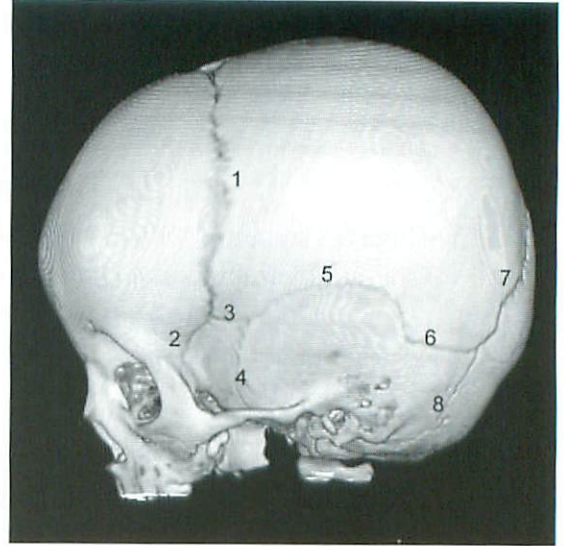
Normal sutures, 3D-CT, lateral view : coronal suture(1), sphenofrontal suture(2), sphenoparietal suture(3), sphenosquamosal suture(4), squamosal suture(5), parietomastoid suture(6), lambdoid suture(7), occipitomastoid suture(8).
